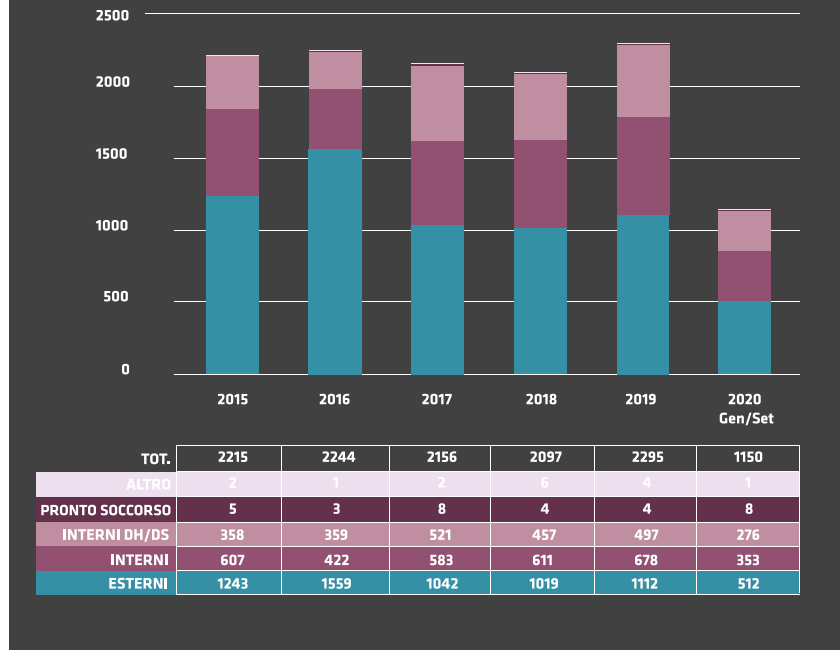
Elaborazione dati Meyer: provenienza pazienti sottoposti a RM in sedazione dal 2015-2020.
